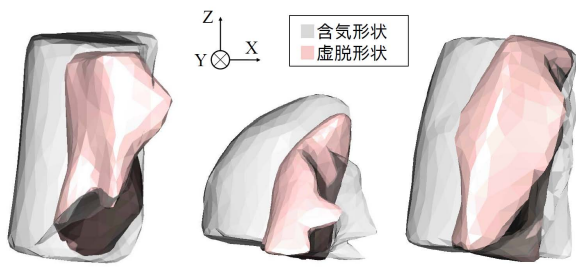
Paired CBCT 画像から作成された肺の部分形状。
